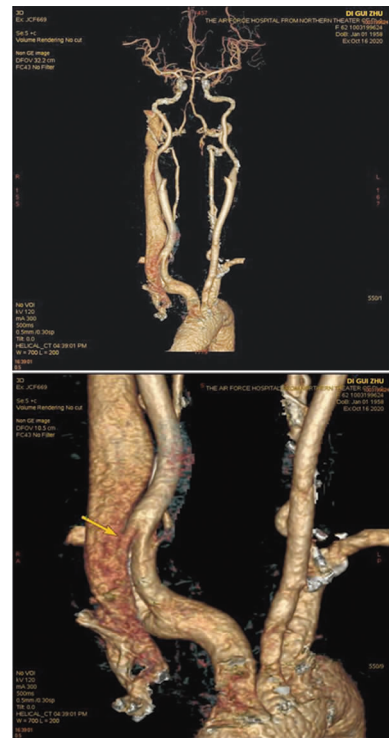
头颈部 CTA 示右颈总动脉—颈内静脉近段动静脉瘘
